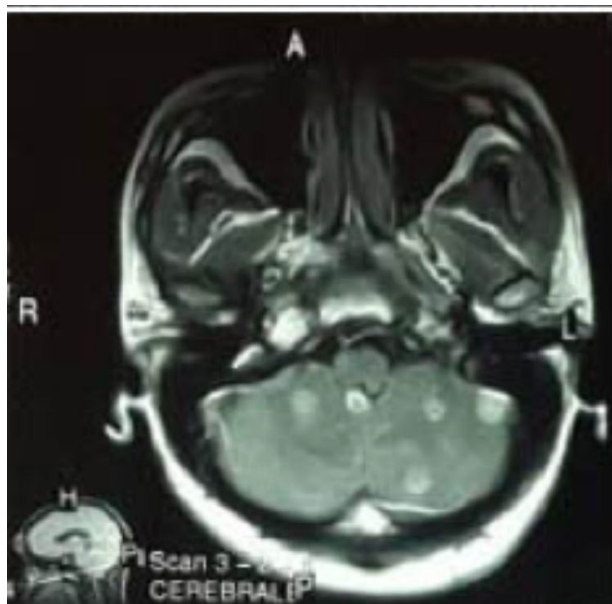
IRM encéphalique montrant des lésions arrondies multifocales supra et infratentorielles rehaussées par l'injection de Gadolinium faisant évoquer des abcès cérébraux et cérébelleux. A noter au quadrant supérieur droit la collection de pus frontale sous cutanée (flèche blanche)./Brain MRI showing supra and infratentorial multifocal rounded lesions enhanced by gadolinium injection suggestive of cerebral and cerebellar abscesses. Note the upper right side of the collection of subcutaneous frontal pus (white arrow).
